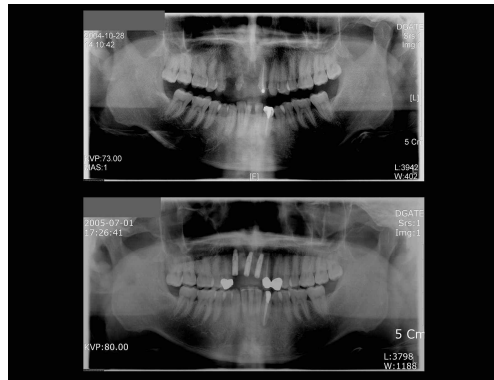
Preoperative and postoperative panoramic radiograph.
